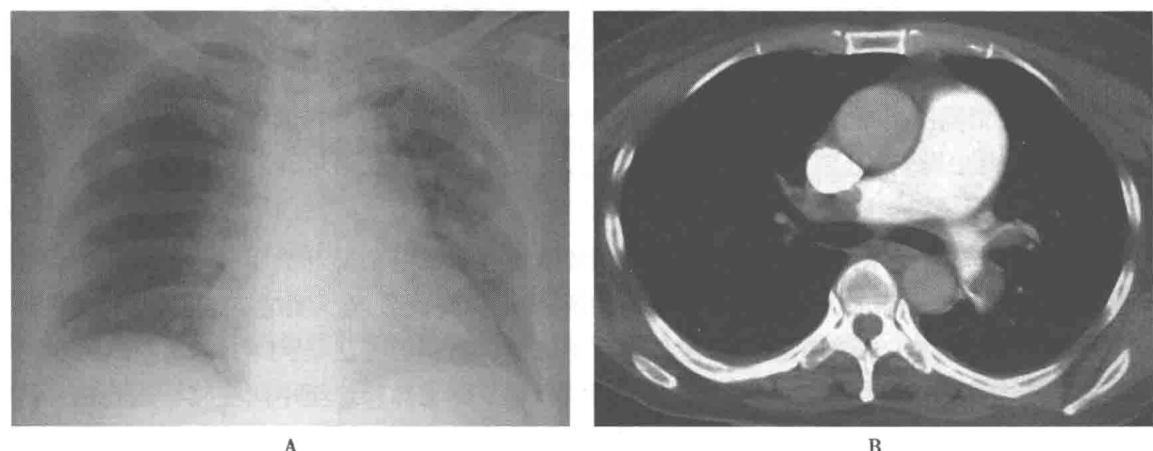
胸片正位像(A)两侧肺野未见明确异常阴影,右肺门稍增宽,心影增大,肺动脉段稍膨隆,两侧肋膈角锐利;增强CT纵隔窗(B)显示强化的右侧肺动脉内可见充盈缺损,与动脉壁间夹角呈锐角,左侧肺动脉分支也可见充盈缺损,主肺动脉横径大于同层升主动脉直径,右侧可见少量胸腔积液
